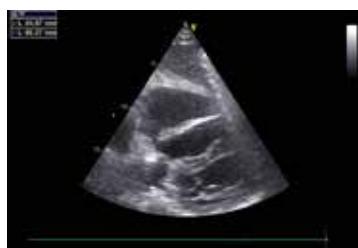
Basal transthoracic echocardiography. Transthoracic echocardiography showing a hypoechoogenic mass compressing the right ventricle.
